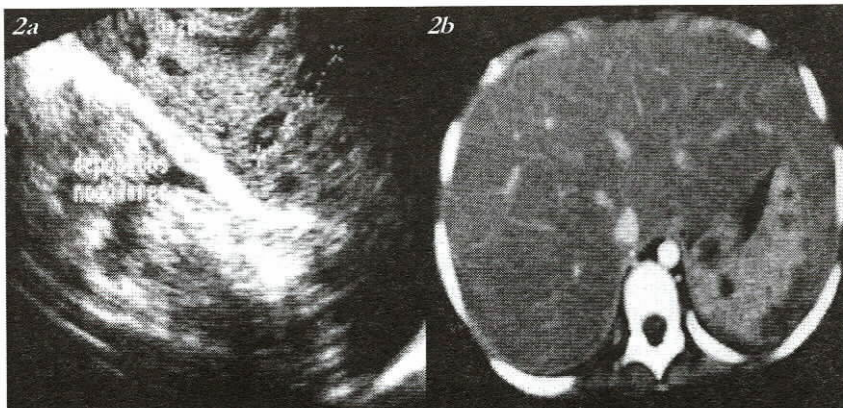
Ultrasonido con múltiples implantes nodulares hipocóicos, con centros hiperecocos en riñón, bazo e hígado. TAC abdominal con múltiples micro abscesos en hígado y bazo compatibles con candidiasis sistémica.
